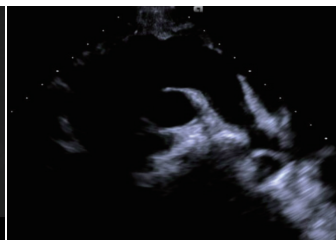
胸片示右侧胸廓缩小, 右肺野均匀性实变, 右侧膈肌显示不清 图2 超声心动图示右肺动脉未显示, 主肺动脉, 左肺动脉及分支显示清晰 图3 彩色多普勒示肺动脉主干血流信号直接延续为左肺动脉 图4 CTA纵膈窗示主肺动脉直接延续为左肺动脉, 右肺动脉缺如
